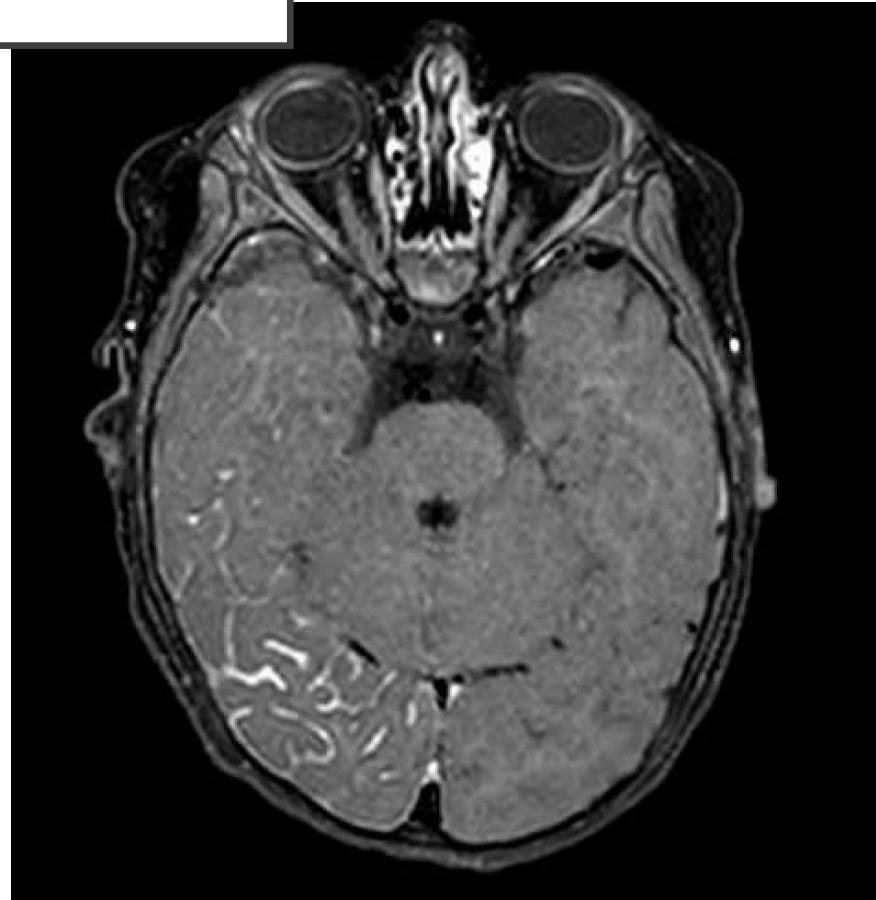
Sturge Weber. FLAIR y BB post gadolinio: Angioma leptomeningeo parietooccipital derecho en paciente con mancha vino oporto en la cara en paciente de 7 años.
